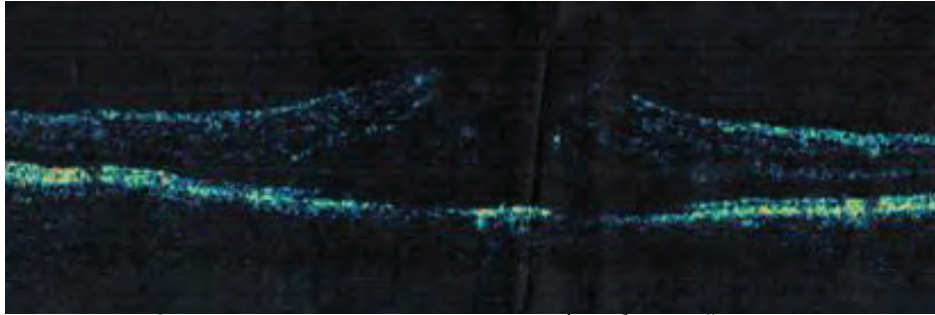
Оптическая когерентная томография больной Б. через 2 недели после ИВВИА
